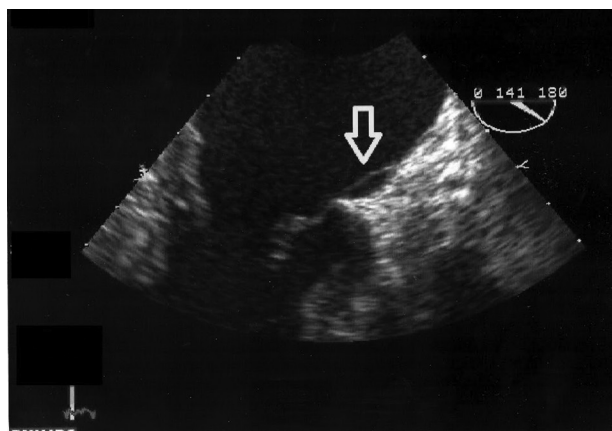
Ecocardiograma transesofágico. Vista a 141°. Se observa imagen de falso tendón adherido a la pared de la aurícula izquierda (*flecha*), sin interferir en el funcionamiento de las valvas mitrales.
